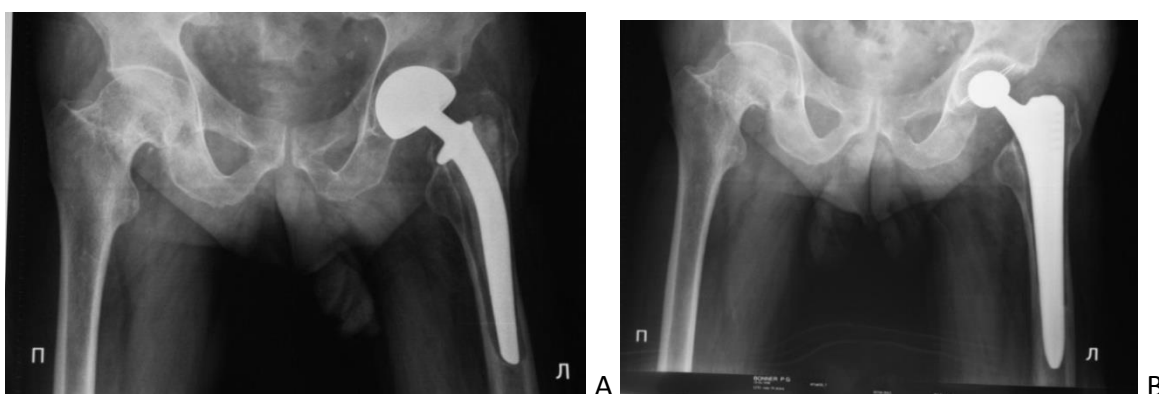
А. Рентгенограмма после первичного эндопротезирования биполярным эндопротезом, обширная резорбция вокруг бедренного компонента. В. Рентгенограмма после ревизионного вмешательства.
